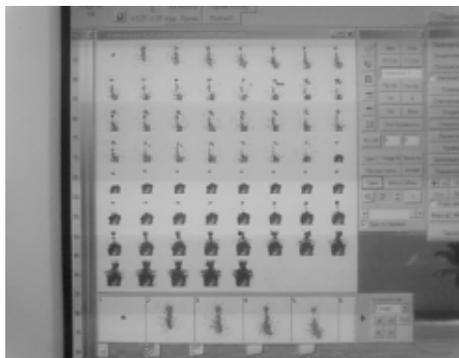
Проведение качественного анализа эзофагосцинтиграфии
